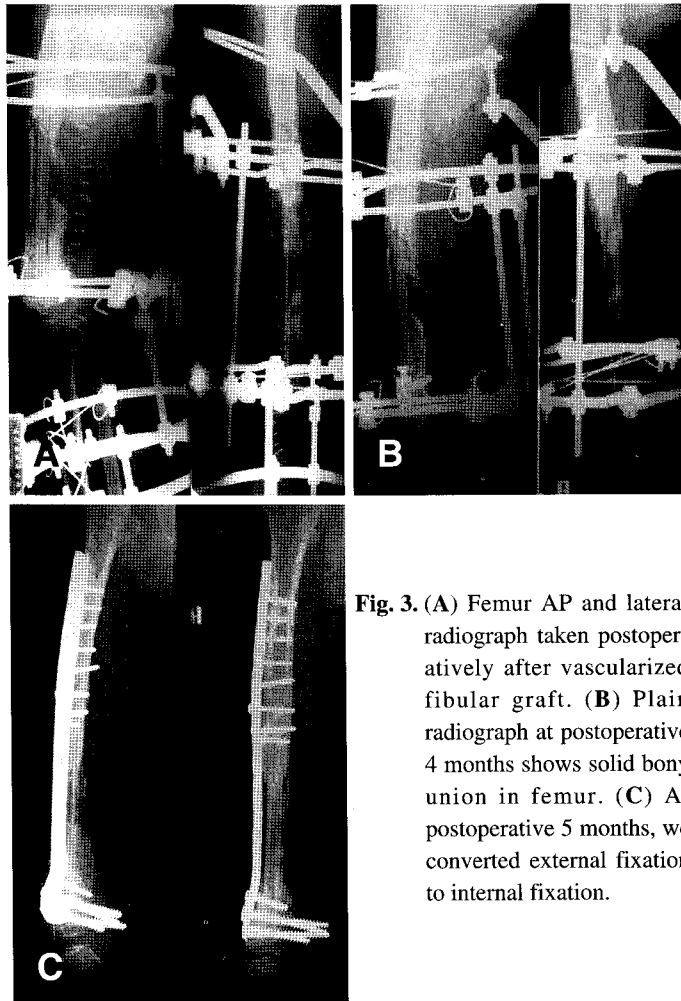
(A) Femur AP and lateral radiograph taken postoperatively after vascularized fibular graft. (B) Plain radiograph at postoperative 4 months shows solid bony union in femur. (C) At postoperative 5 months, we converted external fixation to internal fixation.
